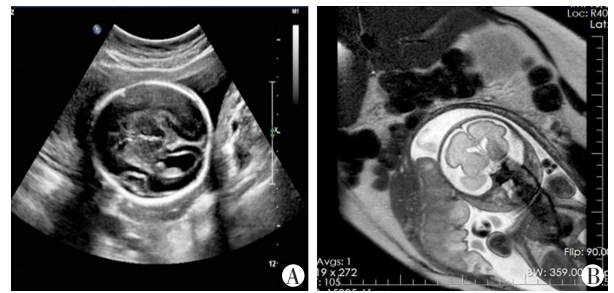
A:超声图像中,透明隔腔未显示;B: MRI图像中可见细小透明隔腔,胼胝体可见。
